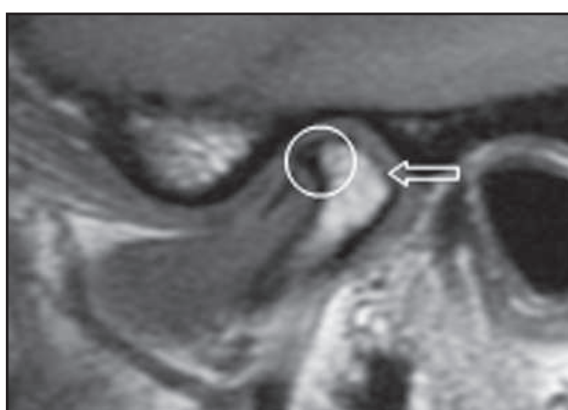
RMN da ATM, no plano parassagital, em T1, mostrando o disco (seta) deformado deslocado anteriormente, com achatamento do côndilo mandibular (seta larga) e a presença de osteófito (círculo), caracterizando a osteoartrose
